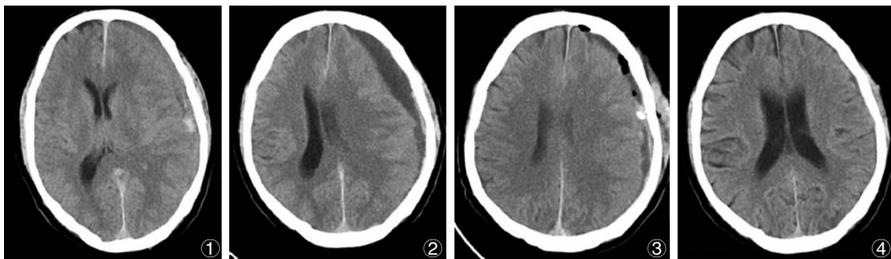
患者,76 岁,男性,治疗前后头颅 CT 变化。
